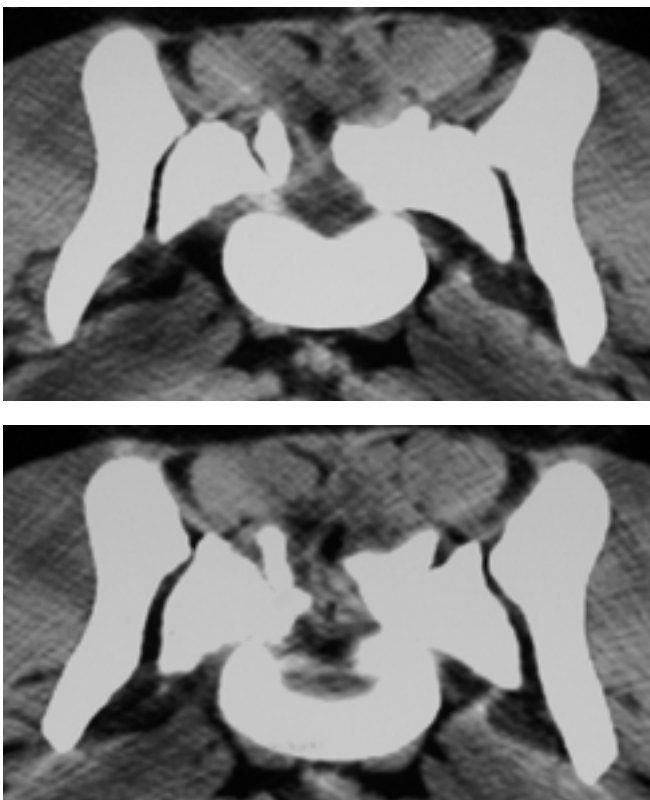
Axiale CT-Rekonstruktion auf Höhe S1 6 Monate nach unilateraler Laminektomie und Entfernung der Fragmente (a): Leichte arthrotische Veränderungen des Lumbosakralgelenks ohne Kompression der Cauda equina Nerven (b).
